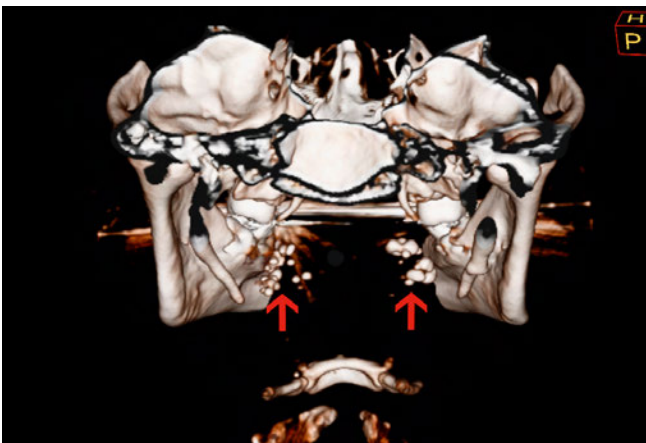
Patient 2, dreidimensionale Rekonstruktion CT: Dorsale Ansicht mit multiplen Kalzifikationen im Bereich der *Tonsillae palatinae* (rote Pfeile)
